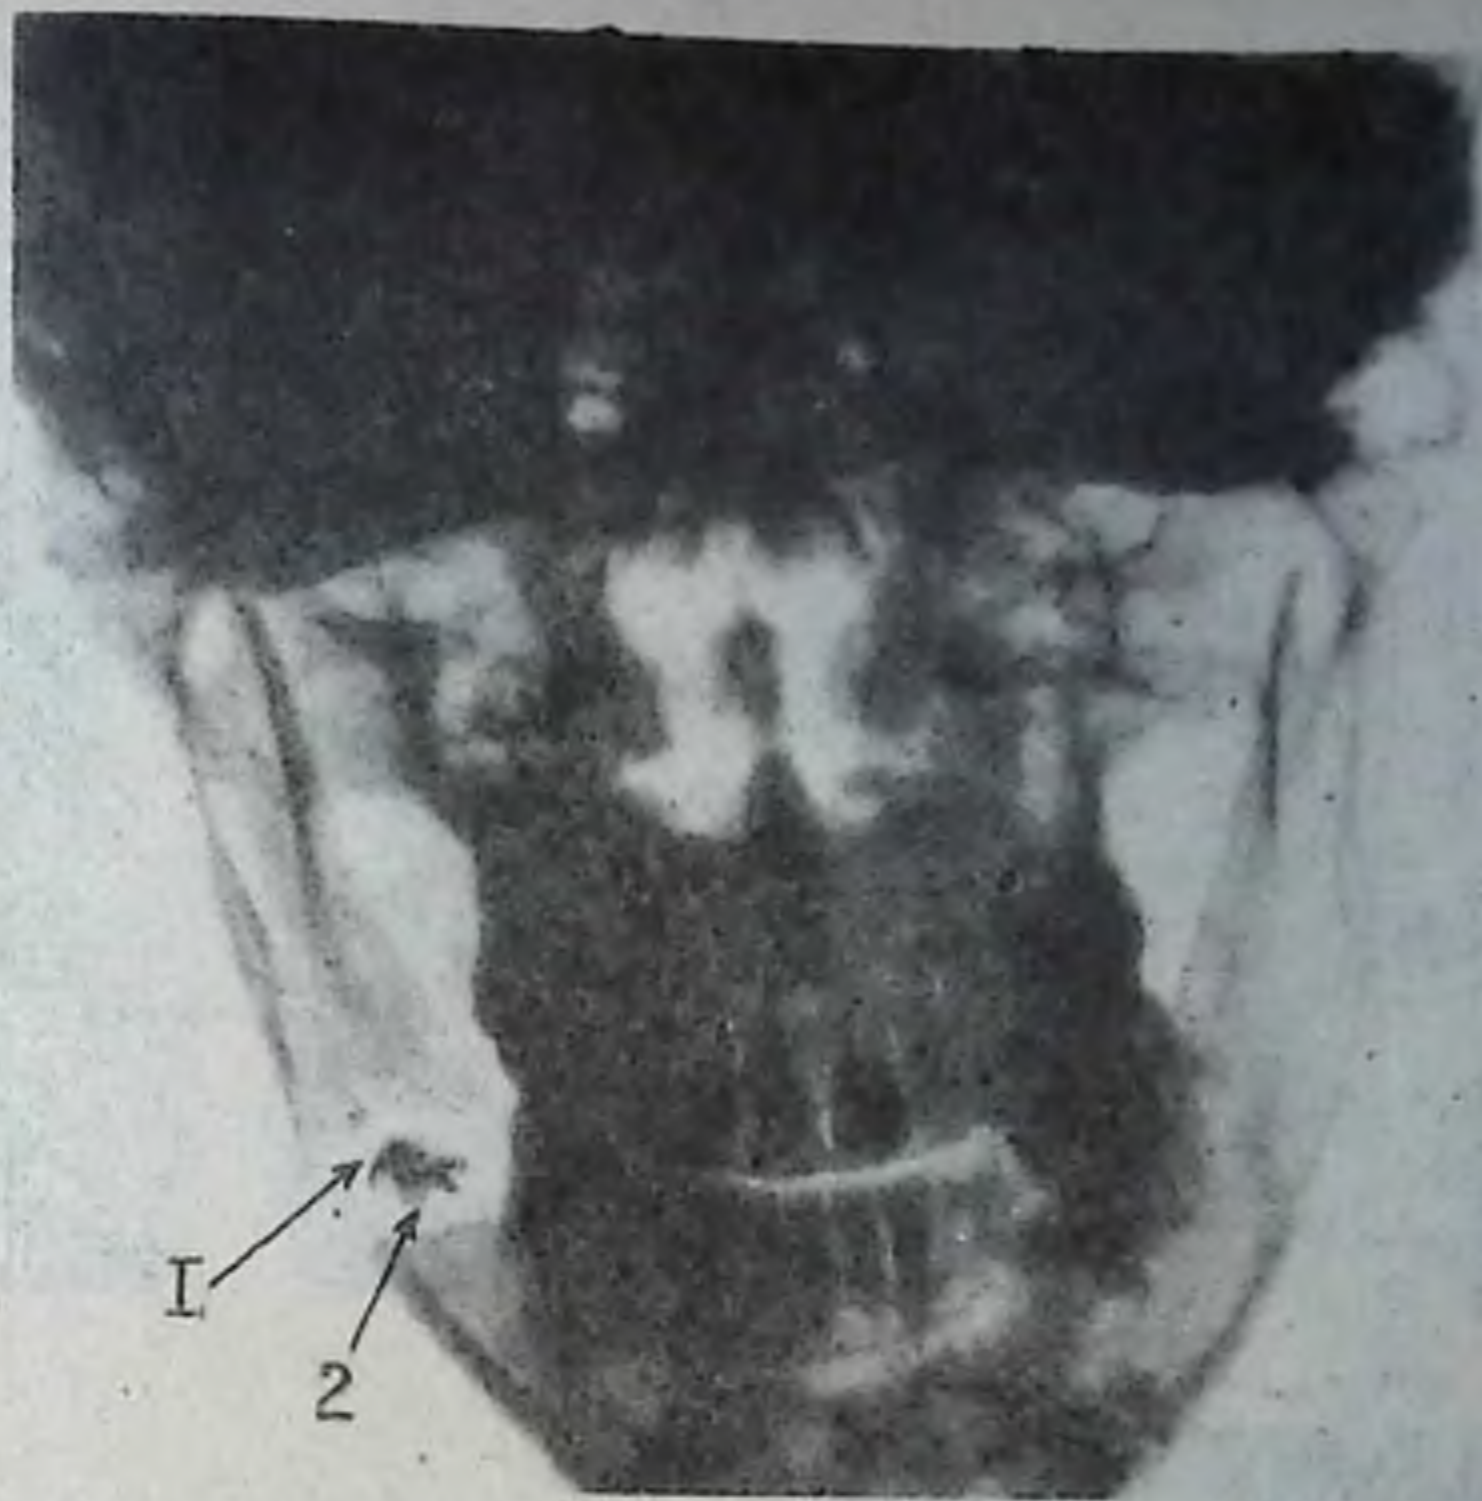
Рентгенограмма лицевого черепа в прямой проекции: 1 — деструкция; 2 — секвестр.
